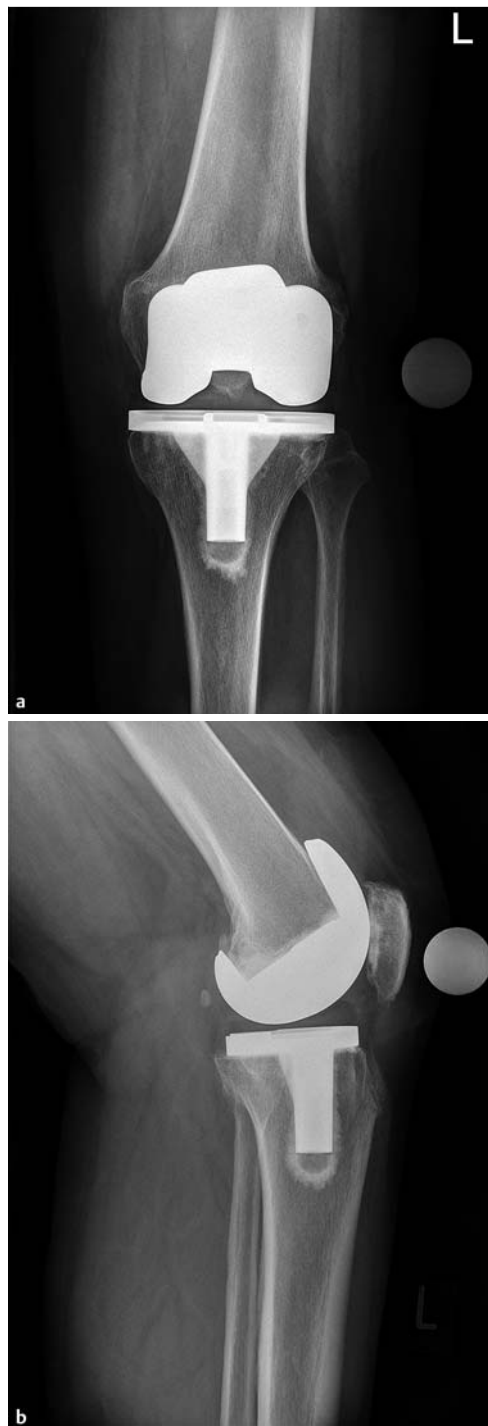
a, b Totalendoprothese des Kniegelenks, konventionelle Röntgenaufnahme a.-p. und lateral.
